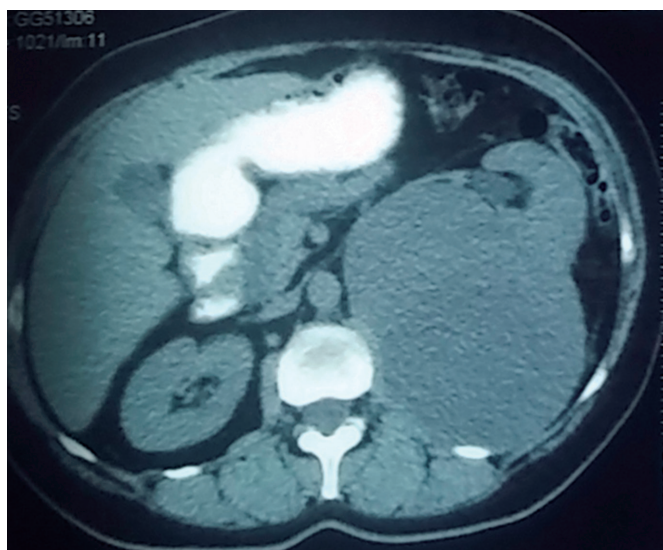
Tomografía toracoabdominal; se observa un tumor retroperitoneal izquierdo de 12 x 10 cm.
